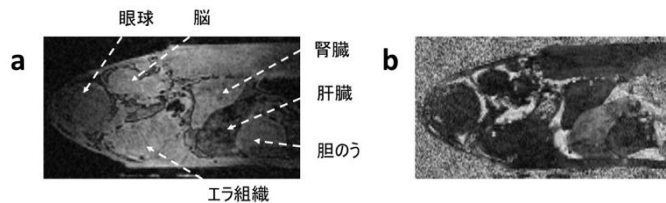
MR 顕微鏡で 3 次元撮影された脂肪肝のメダカの矢状断面像 (a) 強度画像、(b) (a) と同スライスでの MRI-PDF 画像
